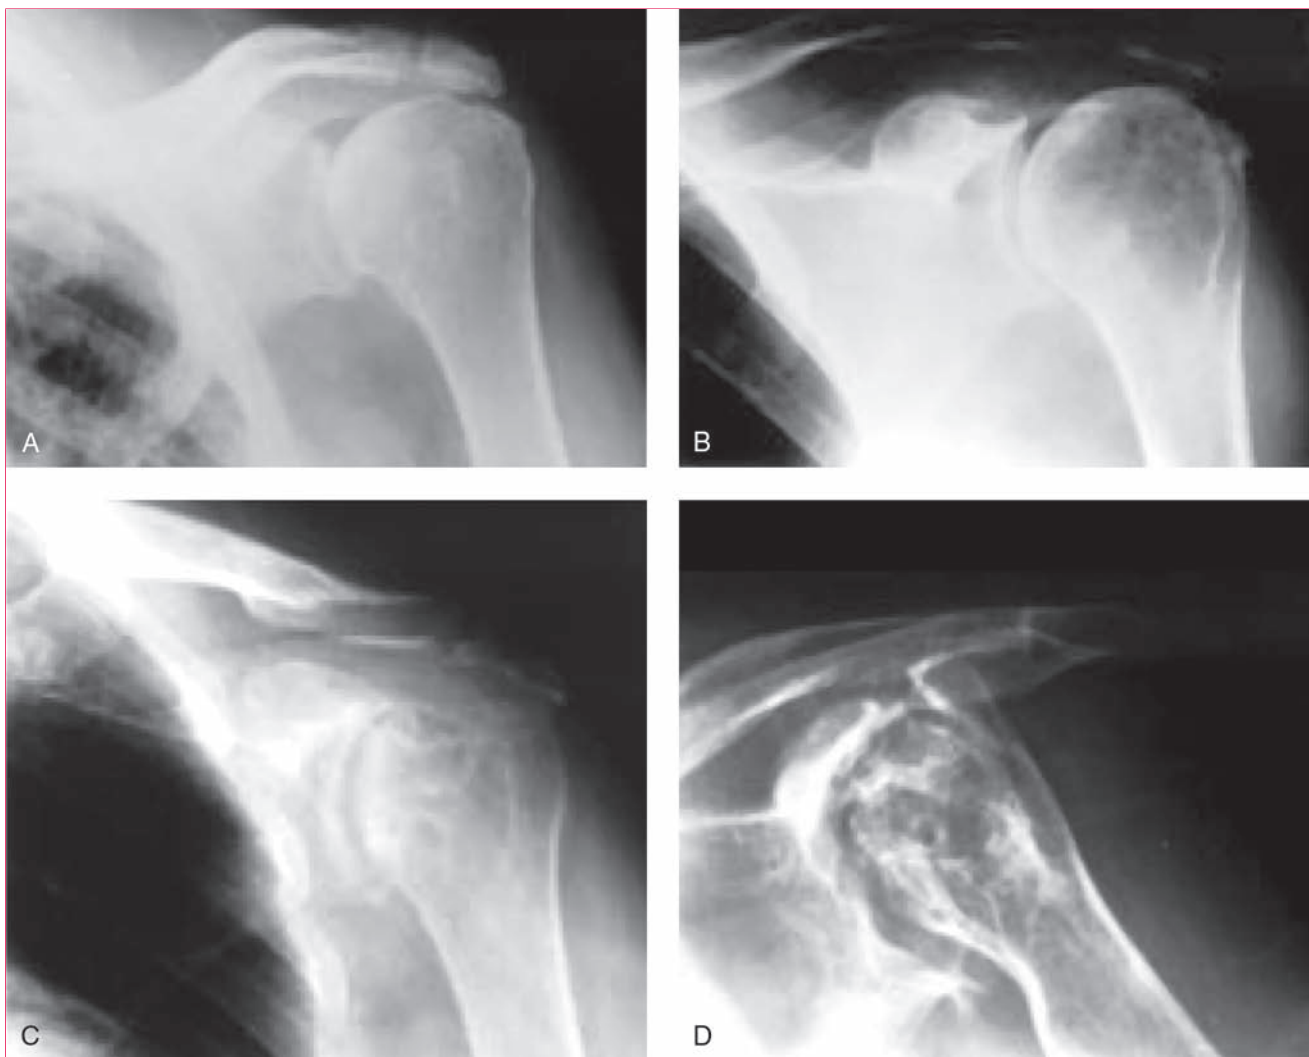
Radiografías anteroposteriores que muestran las alteraciones características de la artritis reumatoide. A, Cambios precoces en la enfermedad reumatoide. Se aprecian osteopenia (con mínimos cambios degenerativos articulares) y desplazamiento superior de la cabeza del húmero (concordante con compromiso del manguito de los rotadores). B, En las fases intermedias aparecen estrechamiento simétrico del espacio articular glenohumeral y formación inicial de quistes. C, A medida que progresa la enfermedad es más extensa la erosión alrededor de la cabeza del húmero y la glenoides; la pérdida progresiva de hueso en la glenoides provoca medialización de la cabeza del húmero. El desplazamiento superior de la cabeza del húmero indica deterioro progresivo del manguito de los rotadores. D, La destrucción articular extensa (artritis mutilante) refleja los cambios terminales de la articulación por las erosiones extensas y la pérdida ósea. (Reproducida con la debida autorización de Chen AL, Joseph TM, Zuckerman JD: Rheumatoid arthritis of the shoulder. *J Am Acad Orthop Surg* 2003;11:12-24.)
